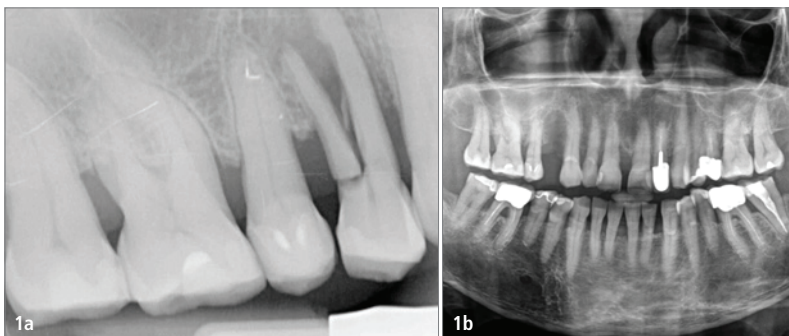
Röntgenologischer Ausgangsbefund: Tiefe Längsfraktur an Zahn 14. – Abb. 1b: Orthopantomogramm nach Entfernung des frakturierten Zahns 14.
